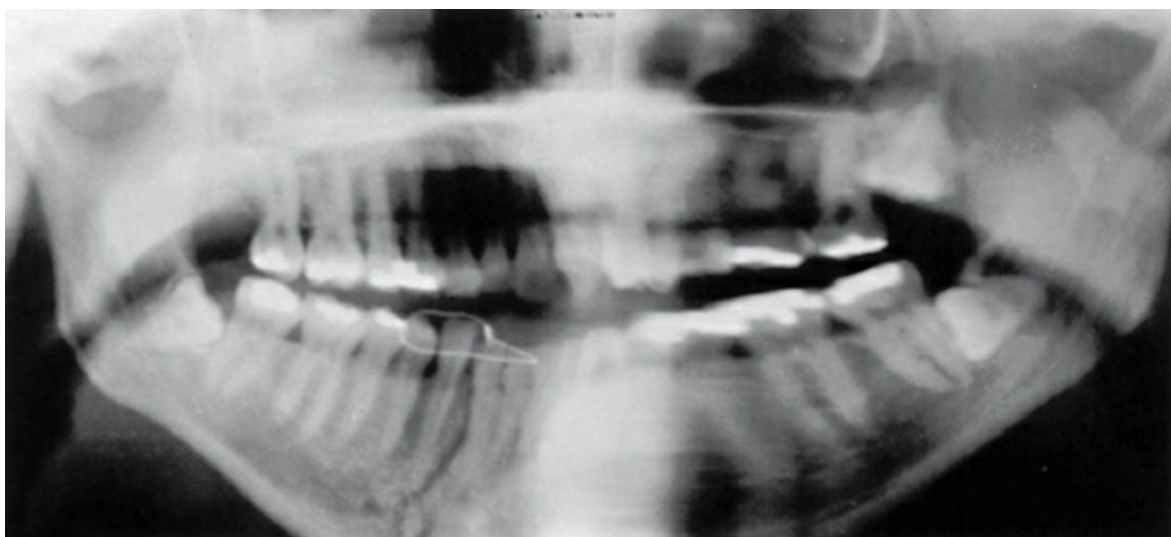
Radiografia panorâmica, a mais simples radiografia informativa para o diagnóstico de fraturas mandibulares.
